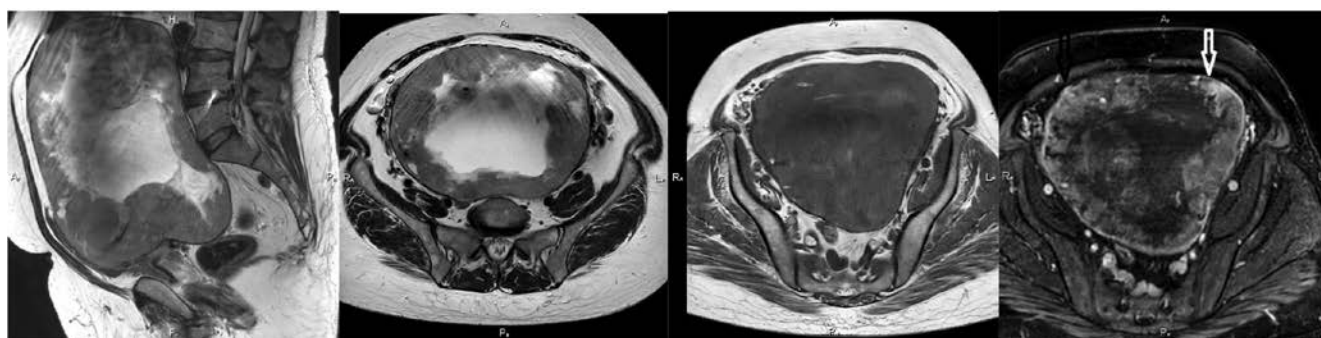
МРТ органов брюшной полости, малого таза в Т2 аксиальной (а), Т2 сагитальной (б) проекциях; на нативных (в) и постконтрастных (г) изображениях
